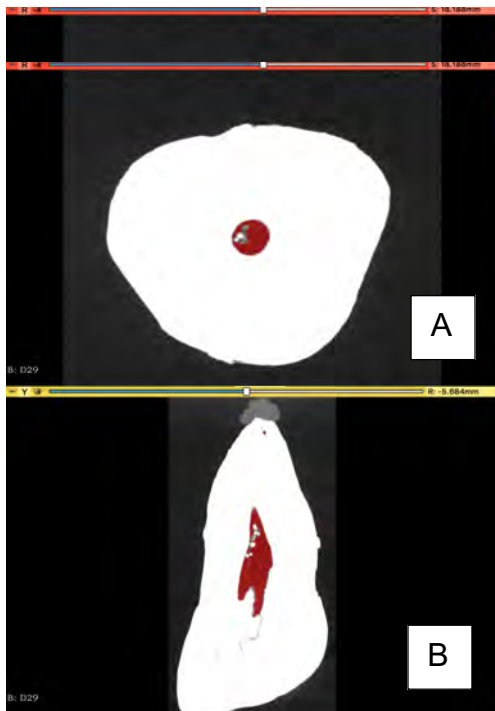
Corte de micro-CT de un ICM donde se observa en rojo el tejido pulpar y en blanco los cálculos. A: Corte axial; B: Corte coronal.
